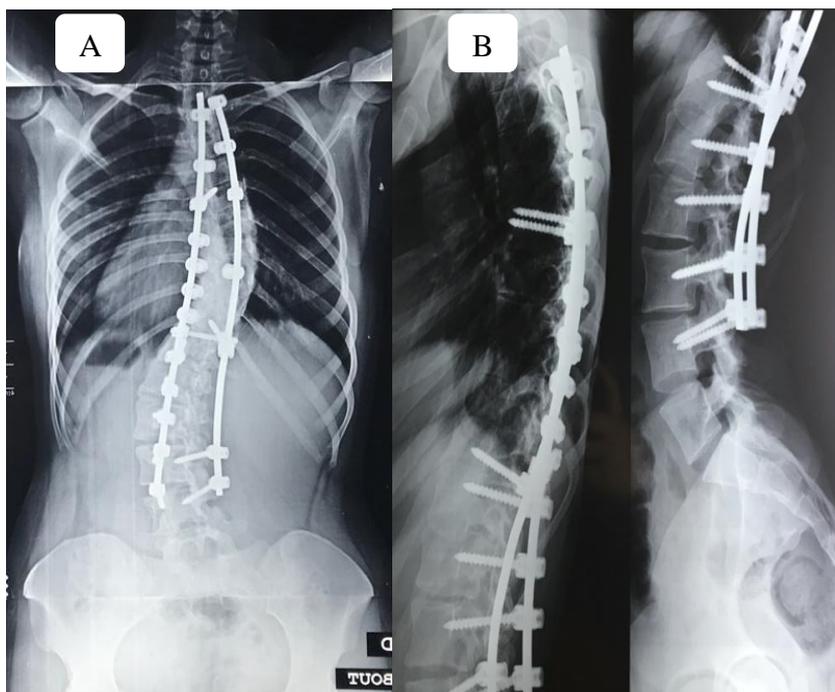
Radiographie de contrôle après 2ans de recul : A) de face, B) de profil
